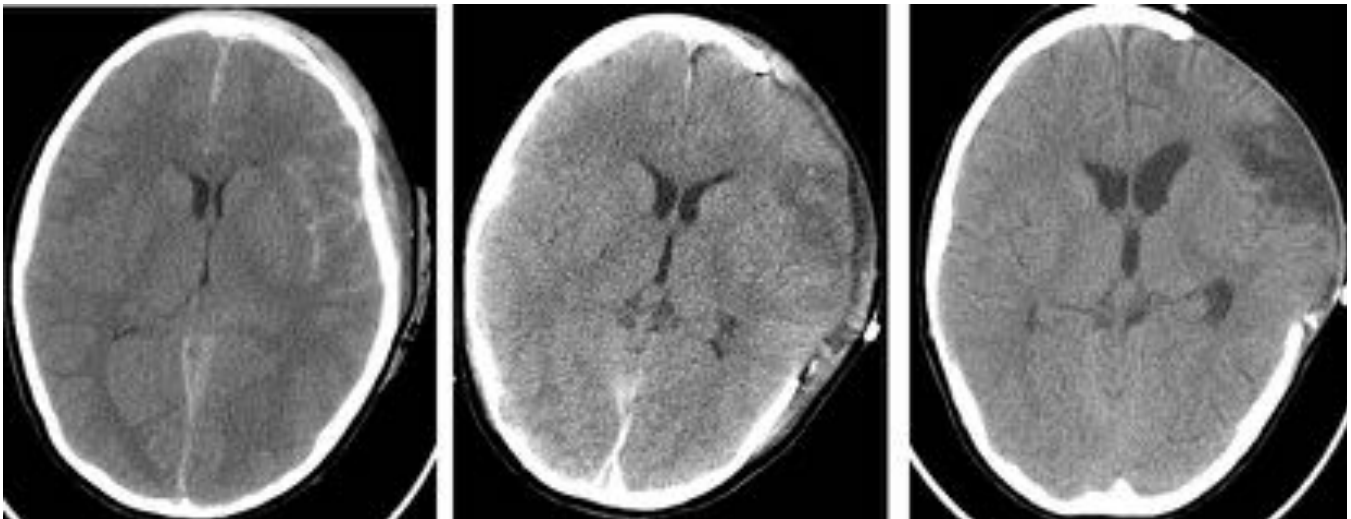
TC sin contraste prequirúrgico, PO inmediato y PO a la semana: evolución radiológica de un paciente de 12 años con TCE grave. Compresión del ventrículo lateral izquierdo por edema y sangre secundarios a lesiones traumáticas. Tras la CD se observa un aumento gradual del tamaño del sistema ventricular.
